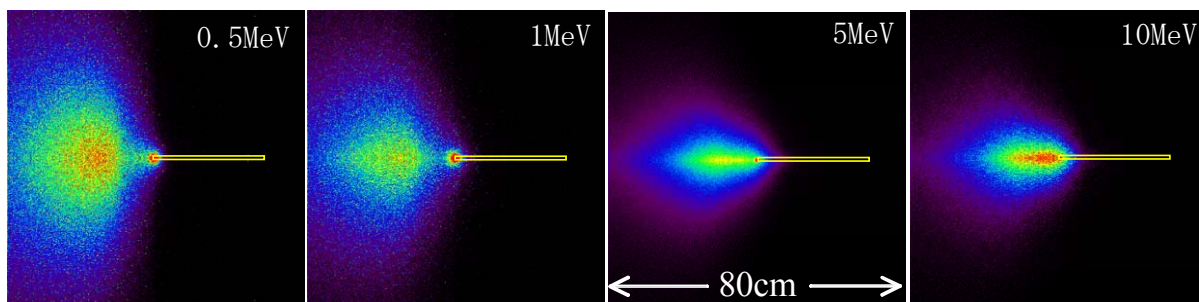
単色X線が1つのMLCに入射した際に、MLCで発生する散乱線のアイソセンター面 (ターゲットから100cm) での分布 (空気カーマに換算)。
